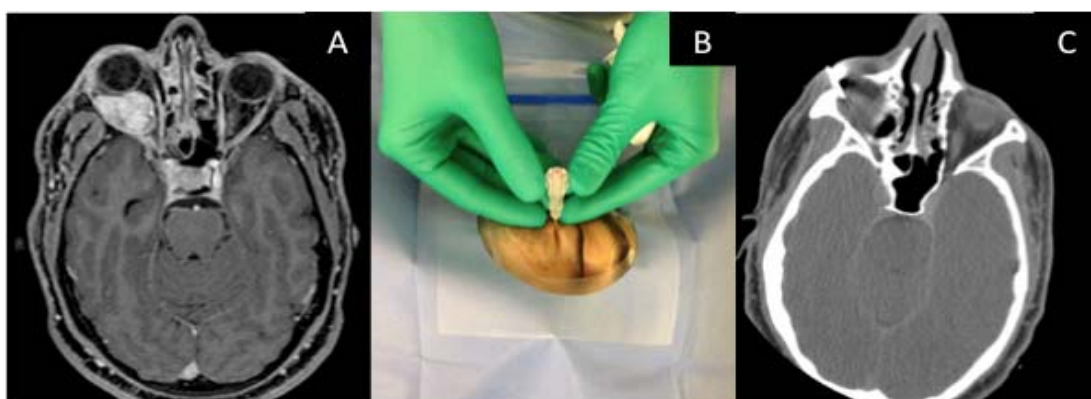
Biópsia de lesão retro-orbitária através de acesso peri-orbitário. Paciente masculino 30 anos, com lesão expansiva retro-orbitária direita, demonstrada na RM em A (corte axial na ponderação T1 pós-contraste), de crescimento rápido, determinando proptose leve. Submetido a biópsia percutânea através de acesso peri-orbitário direito (B e C), cujo resultado anatomopatológico revelou se tratar de melanocitoma.
